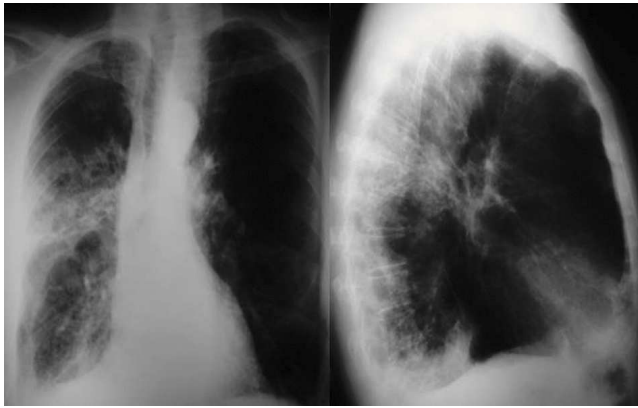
Radiografía de tórax posteroanterior y lateral: se puede observar la presencia de pérdida de volumen y de tractos fibrosos en el hemitórax derecho.
